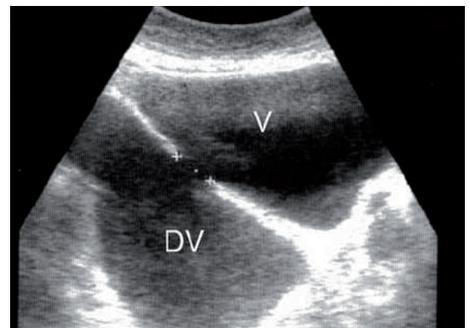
Ecografía vesical. Vejiga (V), Divertículo Vesical (DV) y cuello diverticular.
